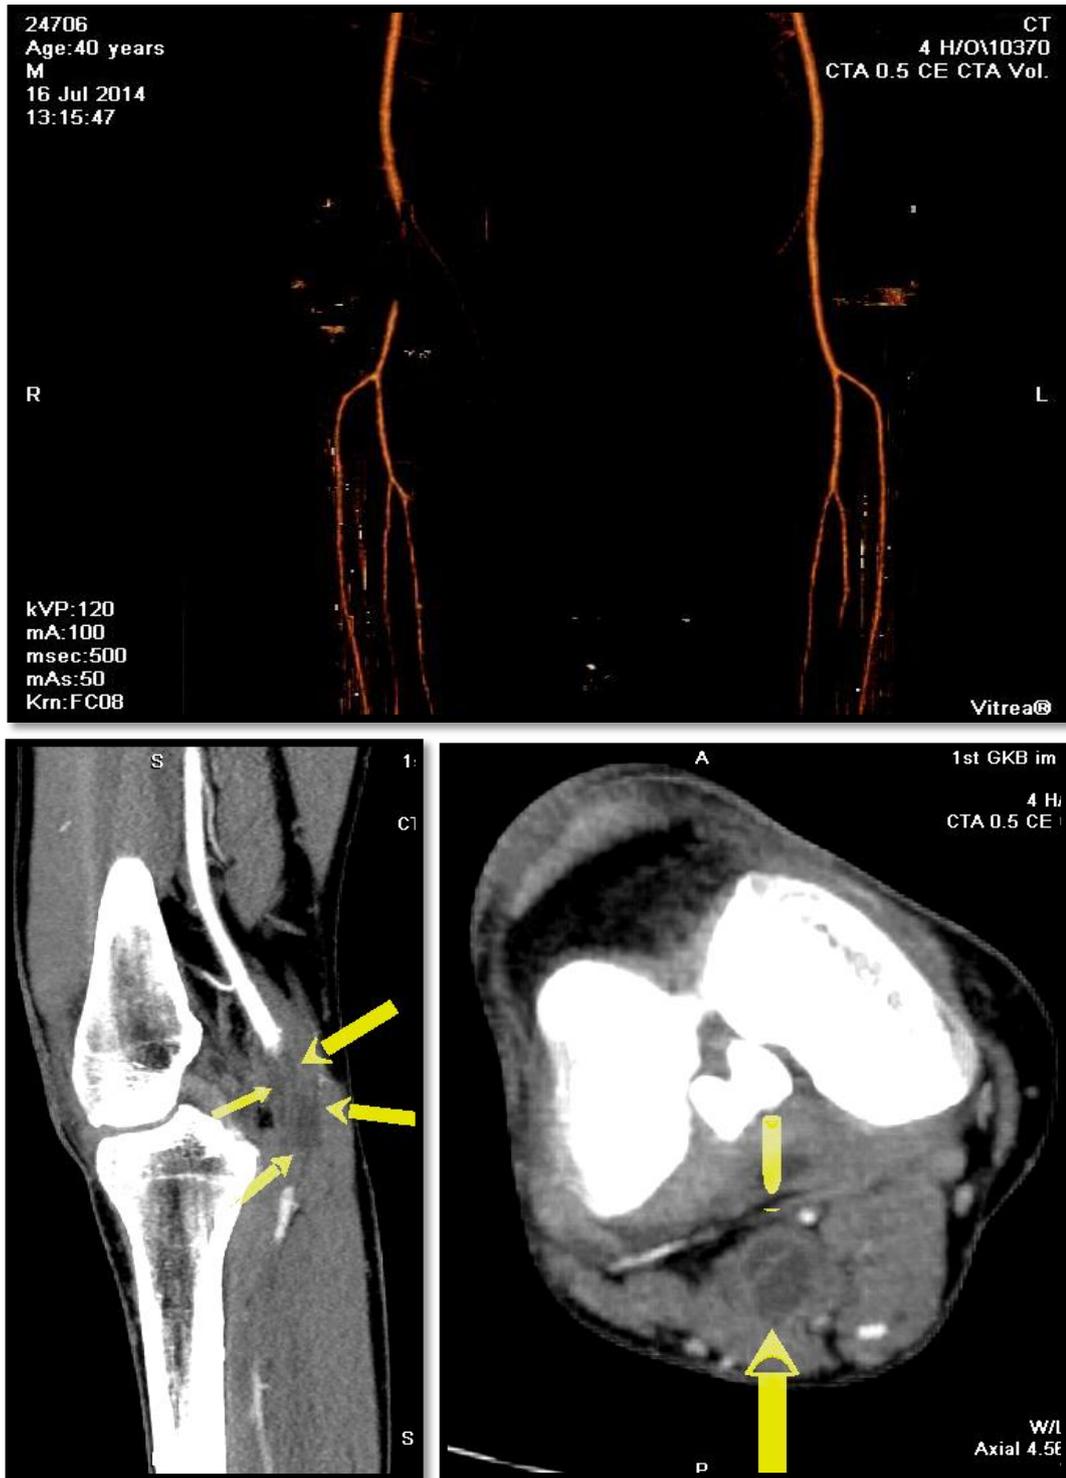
КТ-артериография нижних конечностей с внутривенным контрастированием пациента с кистозным поражением адвентиции подколенной артерии.
